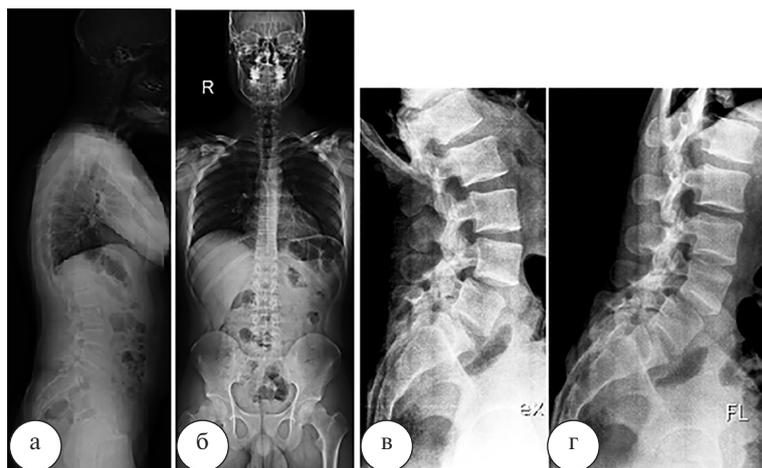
Телерентгенограмма позвоночника (Full Spine X-Ray, а, б) и функциональные рентгенограммы поясничного отдела позвоночника в боковых проекциях (в, г) пациента Л. до операции
